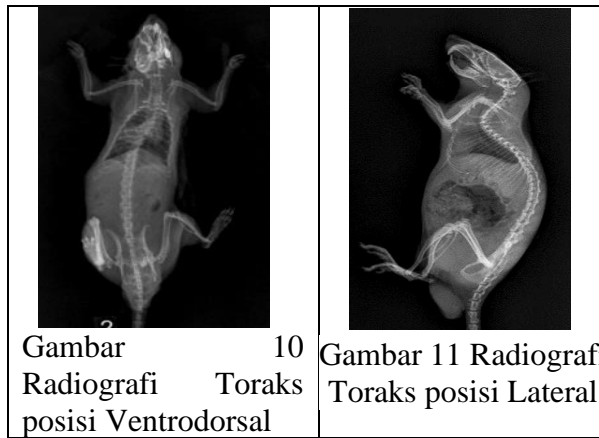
Radiografi Toraks Posisi Ventrodorsal
